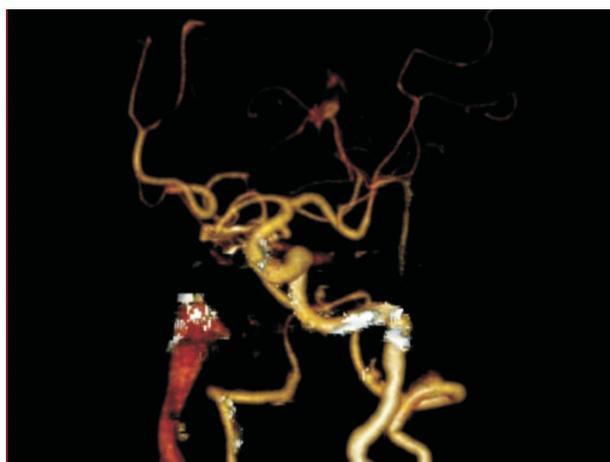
颅脑 CTA 提示右侧颈内动脉至大脑中动脉闭塞
